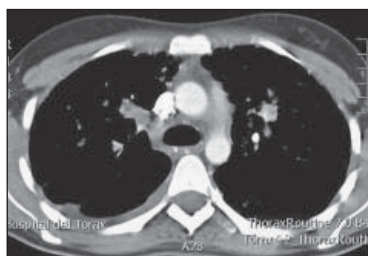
TAC de tórax con técnica de mediastino.
